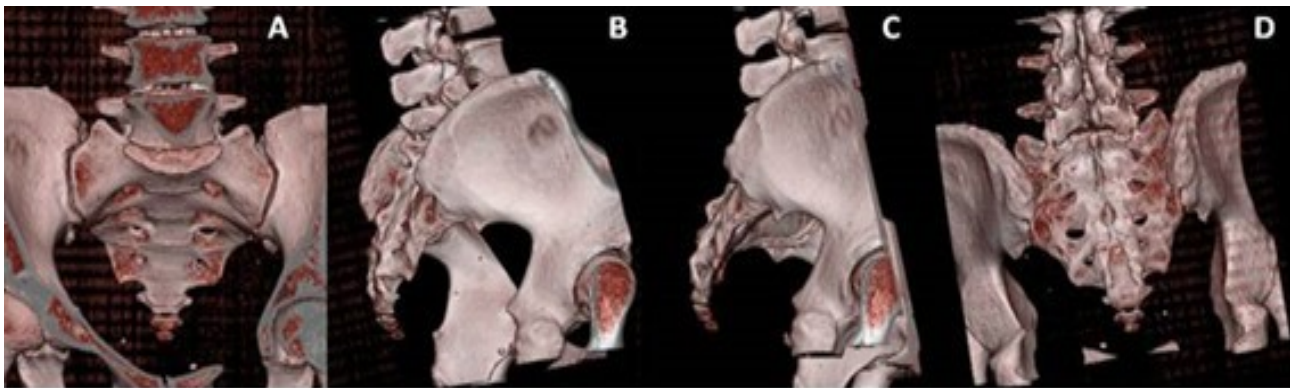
Tomografía axial computarizada con reconstrucción tridimensional de cóccix. A: vista anterior, B: vista oblicua derecha, C: vista lateral derecha, D: vista posterior. Se muestra la integridad del cóccix
